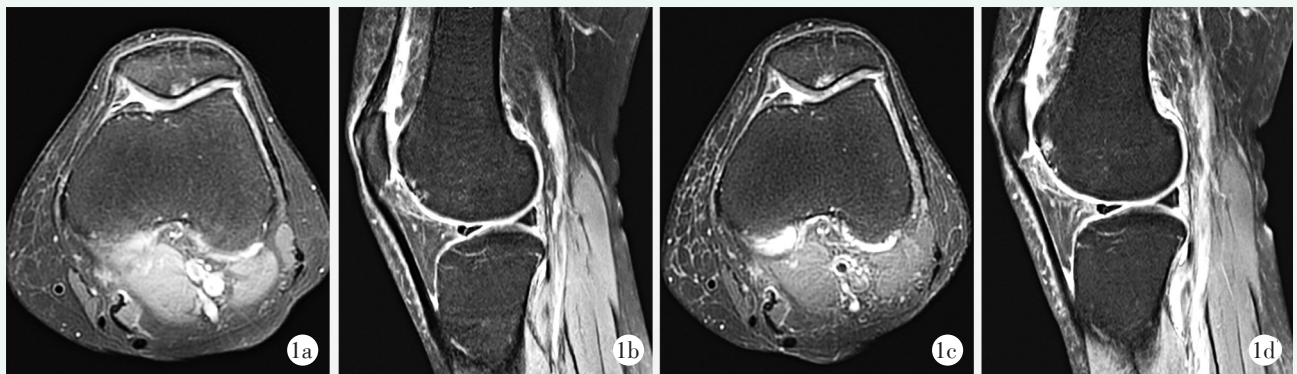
患者, 女, 64 岁, 诊断为左侧膝关节骨关节炎, 经关节腔内注射脐带血单个核细胞治疗 1a, 1b: 治疗前 MRI 显示髌骨、股骨部位软骨损伤情况 1c, 1d: 治疗后 3 个月 MRI 显示髌骨、股骨部位软骨损伤范围减少, 水肿减轻, 新生软骨填补受损部位
